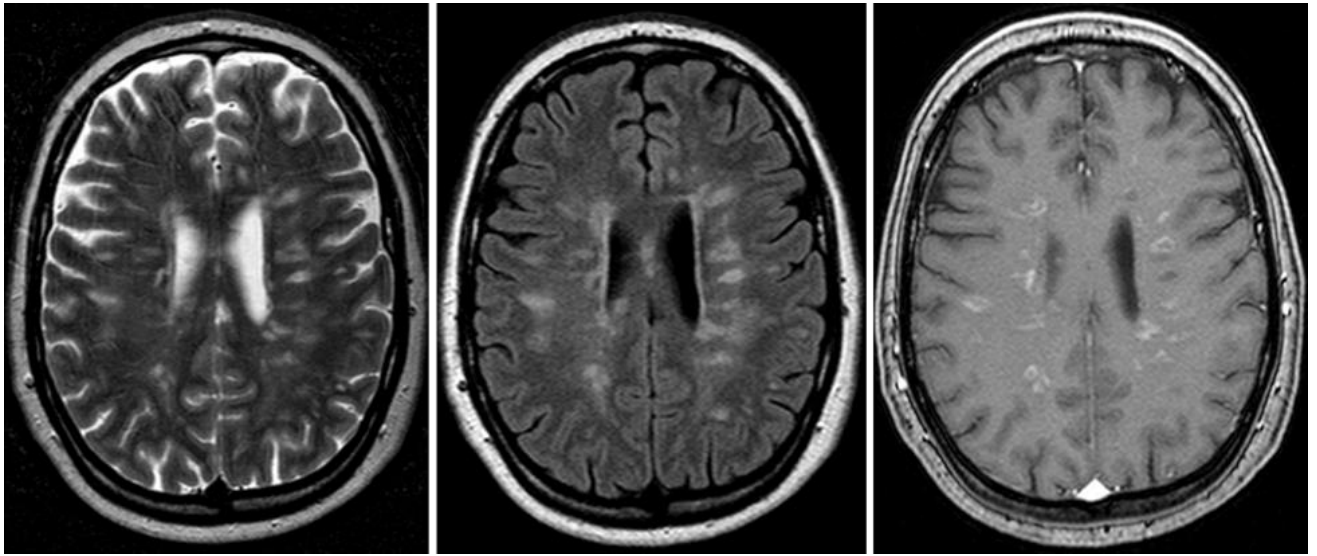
№1. МРТ-паттерн поражения головного мозга сходный с РС. Слева направо: T2, T2FLAIR, T1 с контрастным усилением (КУ)
